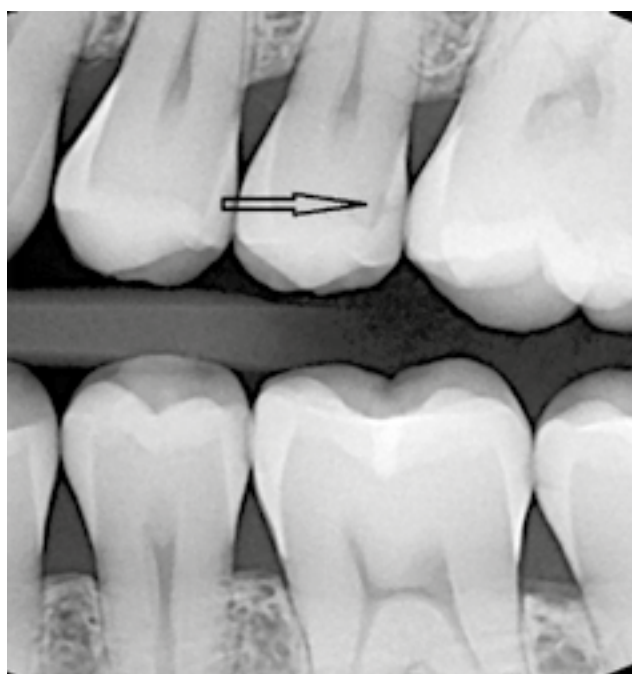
Pacientul S. M. Dinte 25 afectat de carie dentară pe radiografie Bite-wing.
